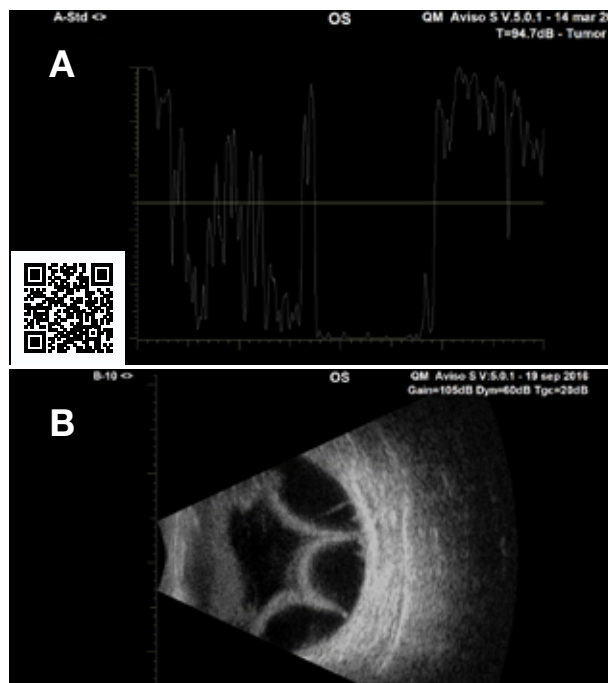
a b Desprendimiento Coroideo Seroso por Ultrasonografía modo A y B.
